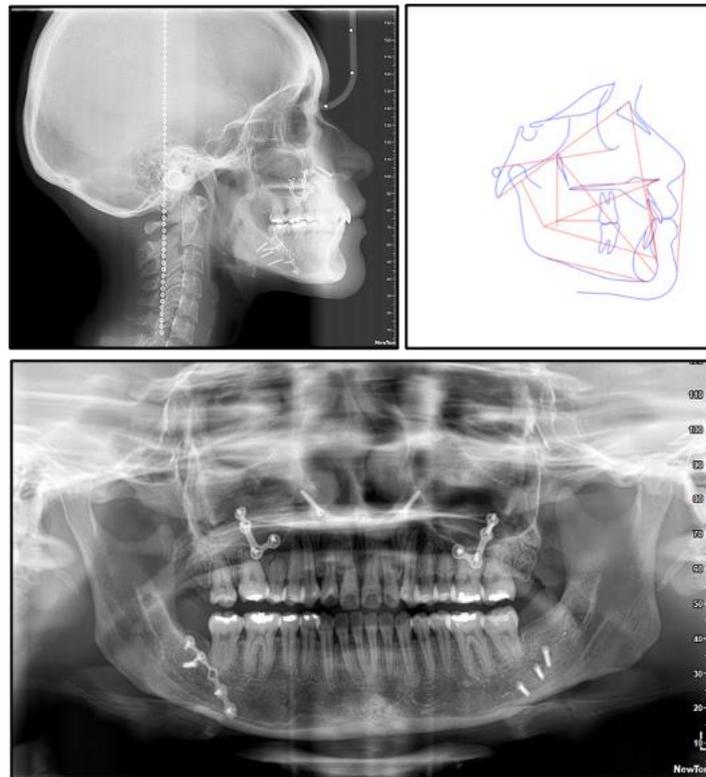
Radiografías finales: Lateral de cráneo y panorámica
